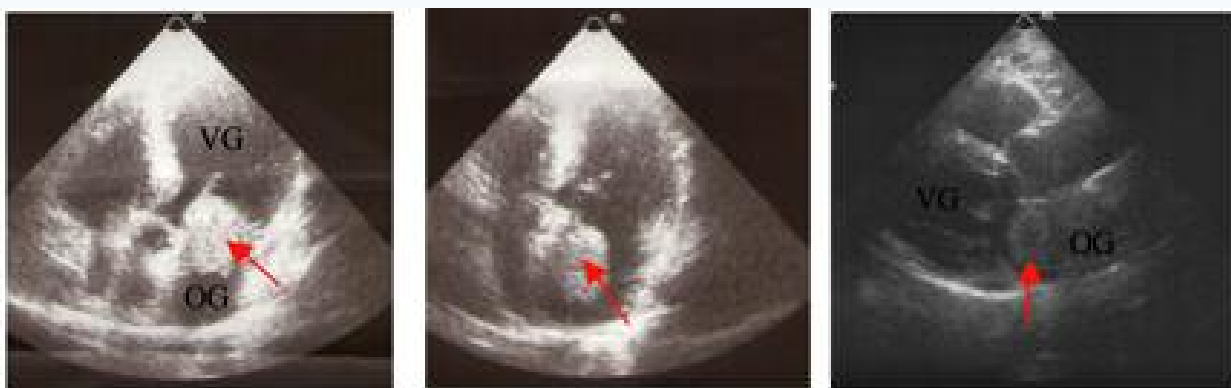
Aspect à l'échographie trans-thoracique du myxome (flèche).
